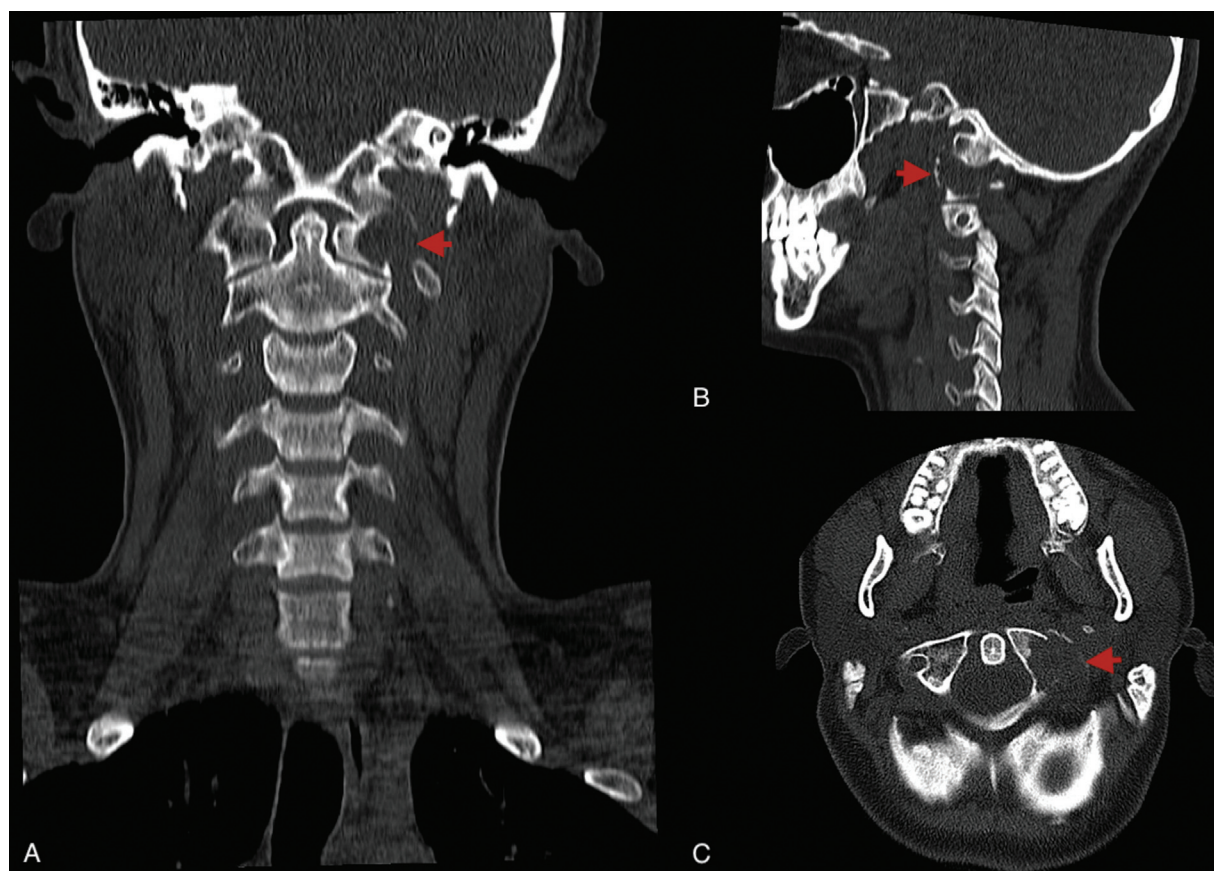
Tomografía axial computarizada cervical sin contraste. Cortes coronal (A), sagital (B) y axial (C). Evidencian lesión lítica expansiva a nivel de la masa lateral izquierda del Atlas.
